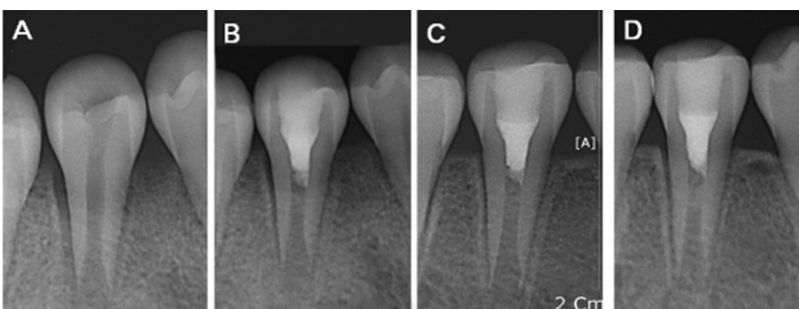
Periapical view of case 2. (A) Initial visit, (B) After 1 month, (C) After 4 month, (D) After 6 month. The radiolucent lesion disappeared, and normal lamina dura was observed.
